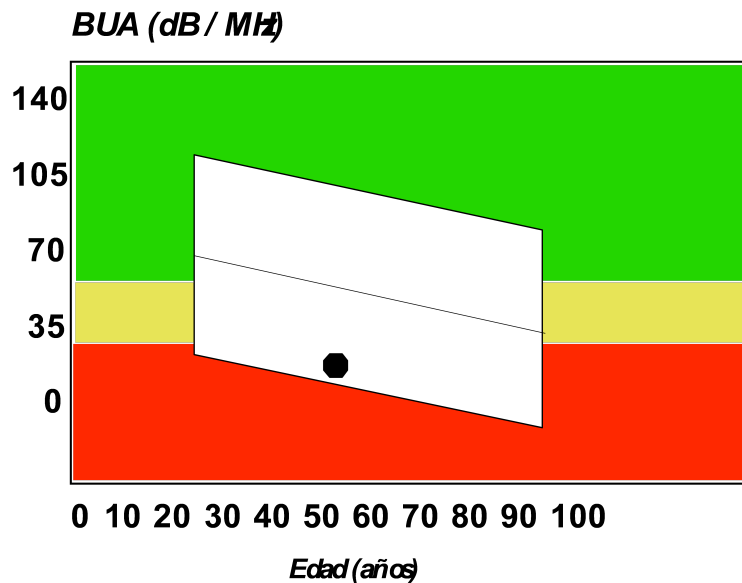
Desintrometría Ósea Ultrasonica
